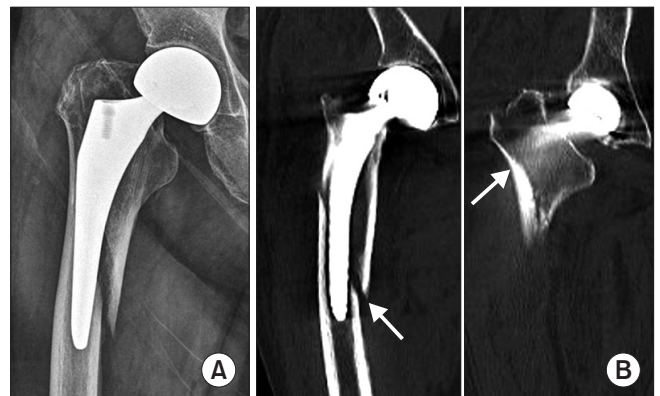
(A) Radiograph shows a periprosthetic femoral fracture with a spiral pattern around the stem. (B) Images of the computed tomographyscan show that the fracture line (arrows) crosses from the distal medial side to the proximal lateral side at the posterior side of the stem.
